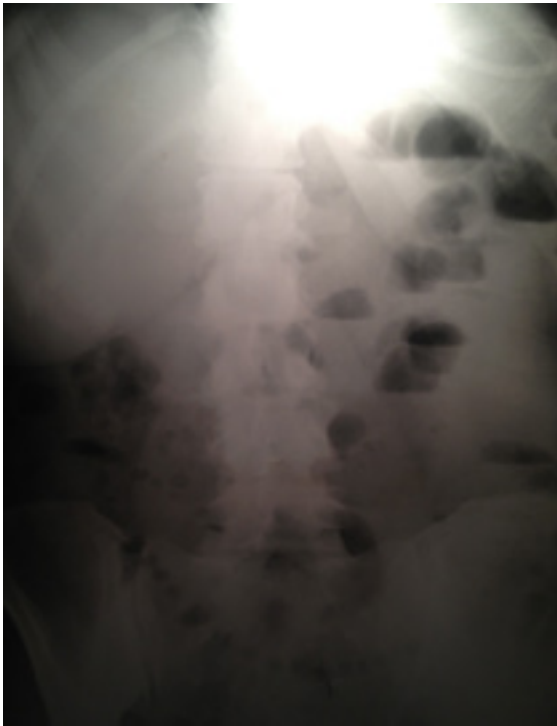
Radiografía de abdomen de pie
